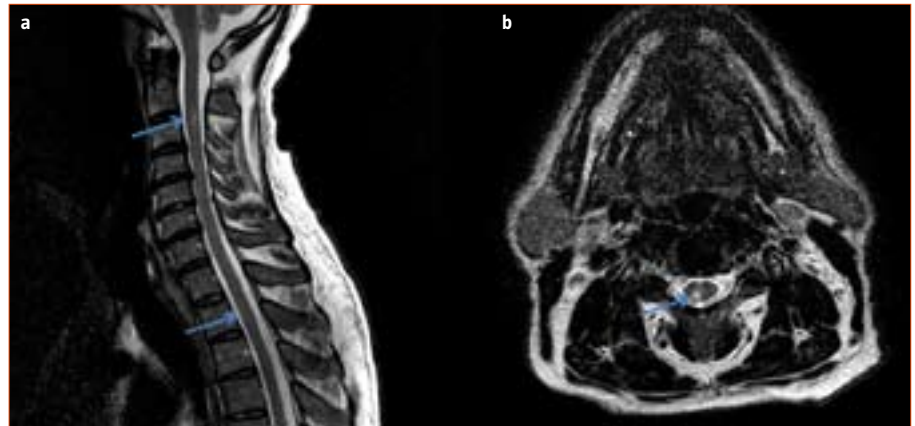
a) Resonancia magnética medular sagital en secuencia T₂, que muestra una afectación parcheada de los niveles C3 a D2; b) Corte transversal en secuencia T₂, que muestra la afectación predominante en el asta posterior derecha.
